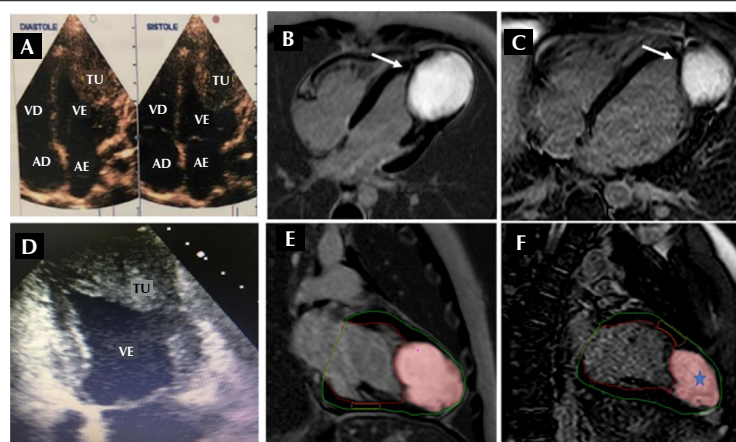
Ecocardiograma aos 4 (A) e aos 19 (D) anos (VE: ventrículo esquerdo, Tu: tumor). Realce tardio com gadolínio na RMC aos 4 (B/E) e aos 19 (C/F) anos. B/C: Sinal hiperintenso característico de corte de 4 câmaras (seta); E/F: Análise quantitativa da fibrose miocárdica em corte de 2 câmaras usando o método largura total a meia altura mostrando o tumor hiper-realçado (asterisco) sem áreas de fibrose misturadas com miocárdio normal (zona cinza).
